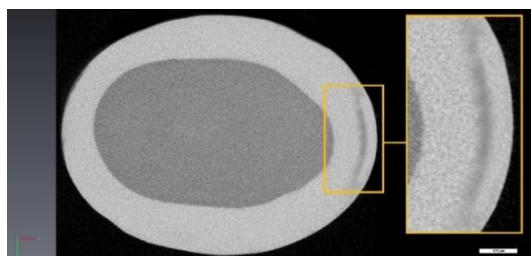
Аксиальная томограмма 2.4d с непроинфильтрированной зоной эмали
